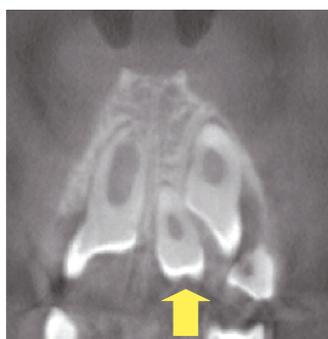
歯科用CT画像 (患児9歳2か月, 矢印は過剰歯)
